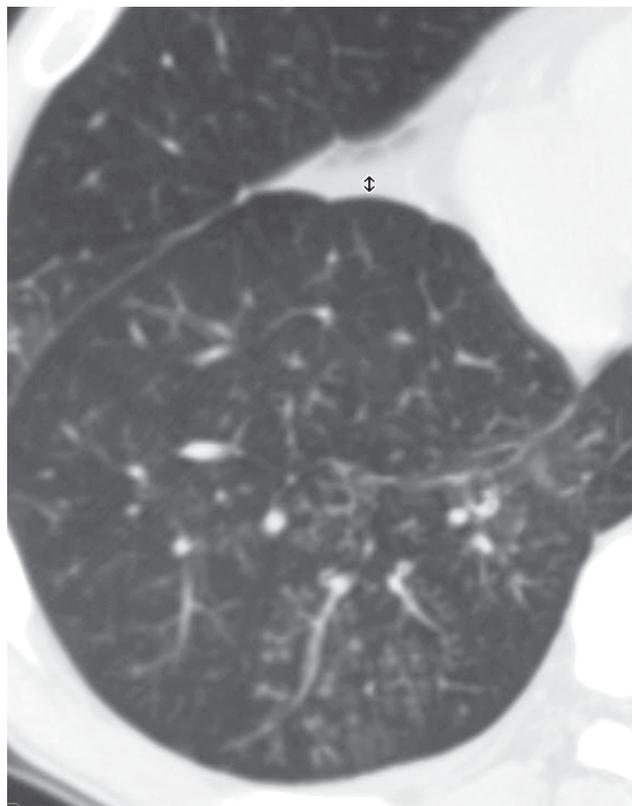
Bronquiolitis aspergilar. Imagen obtenida a partir de tomografía computarizada con multidetectores a la altura de lóbulo inferior derecho donde puede observarse con detalle la morfología en "árbol en gemación" (tree-in-bud).
